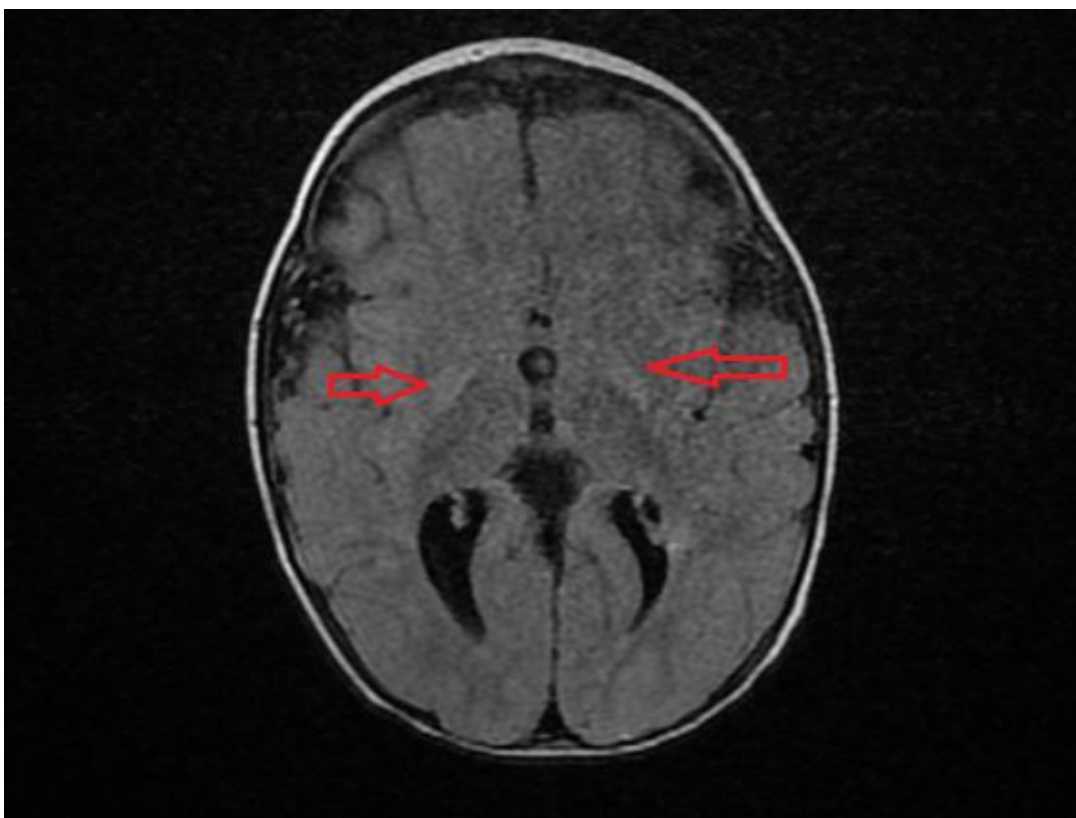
IRM cérébrale, flèche rouge : discret hyper signal T2 et Flair lenticulaire bilatéral en rapport avec l'ictère nucléaire
